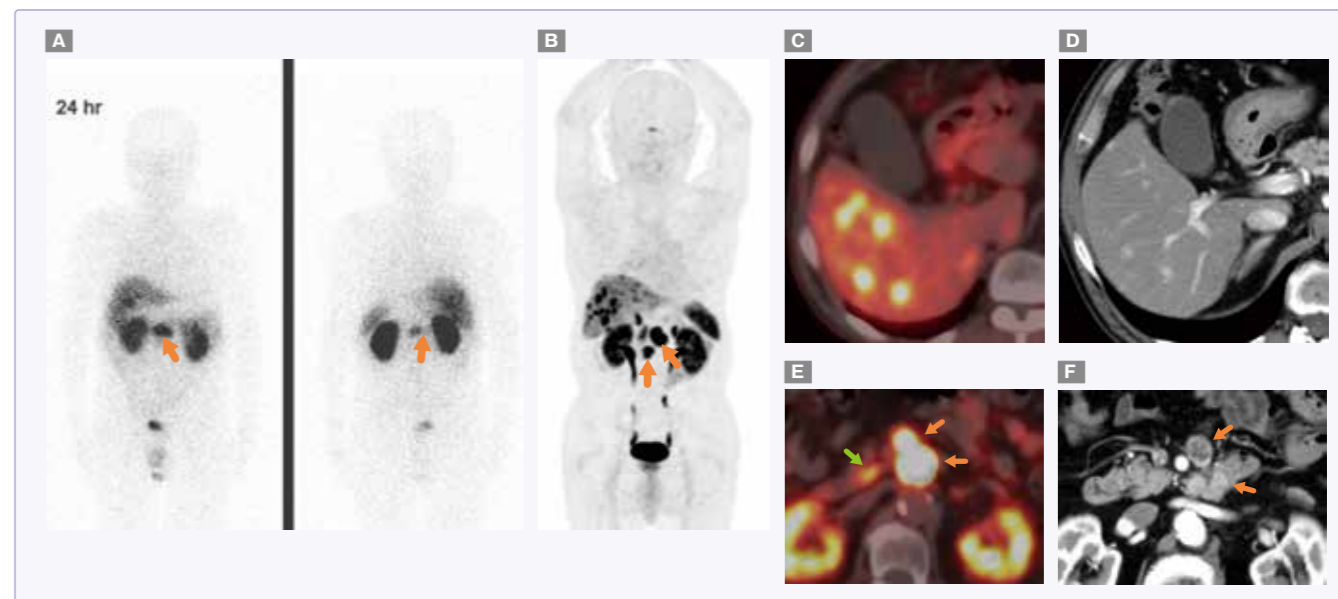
70代男性。十二指腸NET (G2)、多発リンパ節転移、多発肝転移。オクトレオスキャン[®] (A. 24時間後プランナー前・後像), ⁶⁸Ga-DOTATOC PET/CT (B. MIP画像, C,D. 癒合横断像), 造影CT横断像 (E,F)。同時期に撮像されたオクトレオスキャン[®]と⁶⁸Ga-DOTATOC PET/CTを比較すると、十二指腸～リンパ節転移 (橙矢印)、多発肝転移への集積は、いずれもPET/CTのほうが明瞭である。膵鉤部にみられる限局的集積 (緑矢印) は生理的集積。
